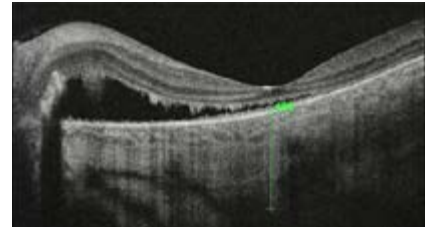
Tomografía de Coherencia Óptica de mácula OI. Fluido subretinal con compromiso de área foveal y espesor corioideo central aumentado.
